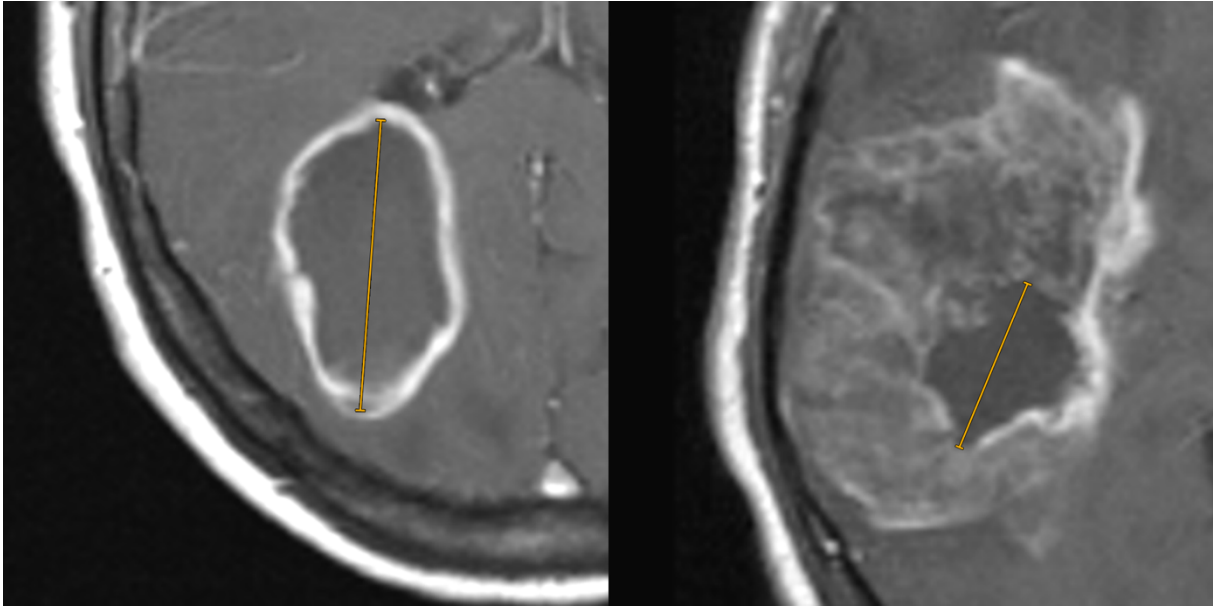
Glioblastome mit palisadenförmiger Anreicherung dargestellt in Ausschnitten aus axialen post-KM T1 MRT Sequenzen
